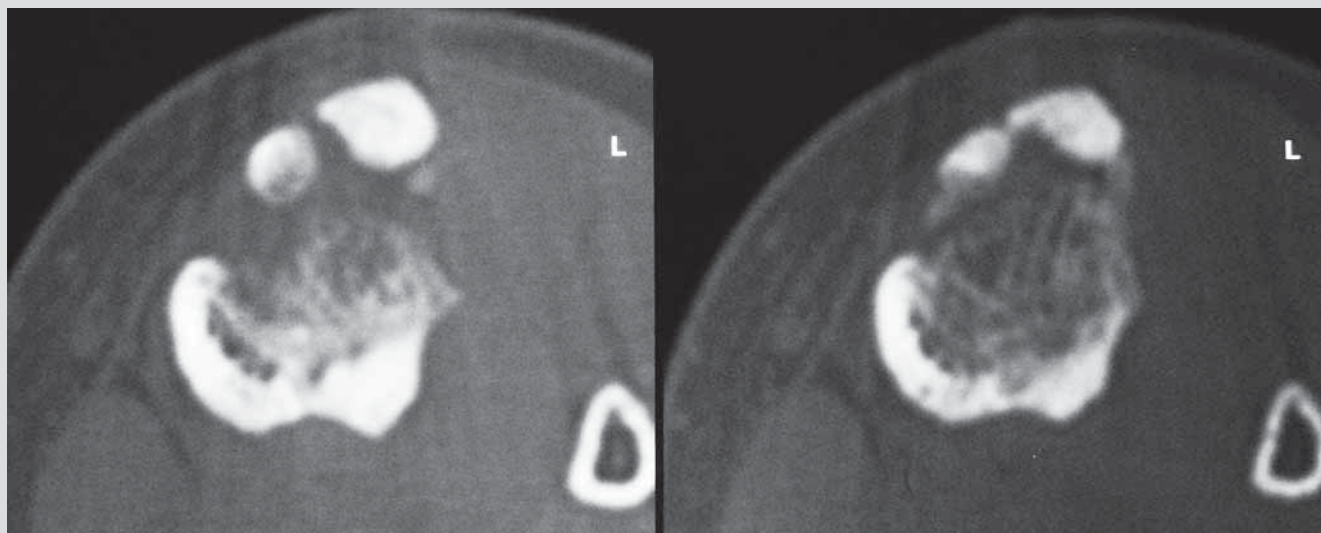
Компьютерная томограмма пациента Л. 8 лет с врожденным неравенством длины нижних конечностей (разница в длине 3 см.) (контрольная группа): горизонтальные срезы через дистракционный регенерат через 5 мес. после операции
